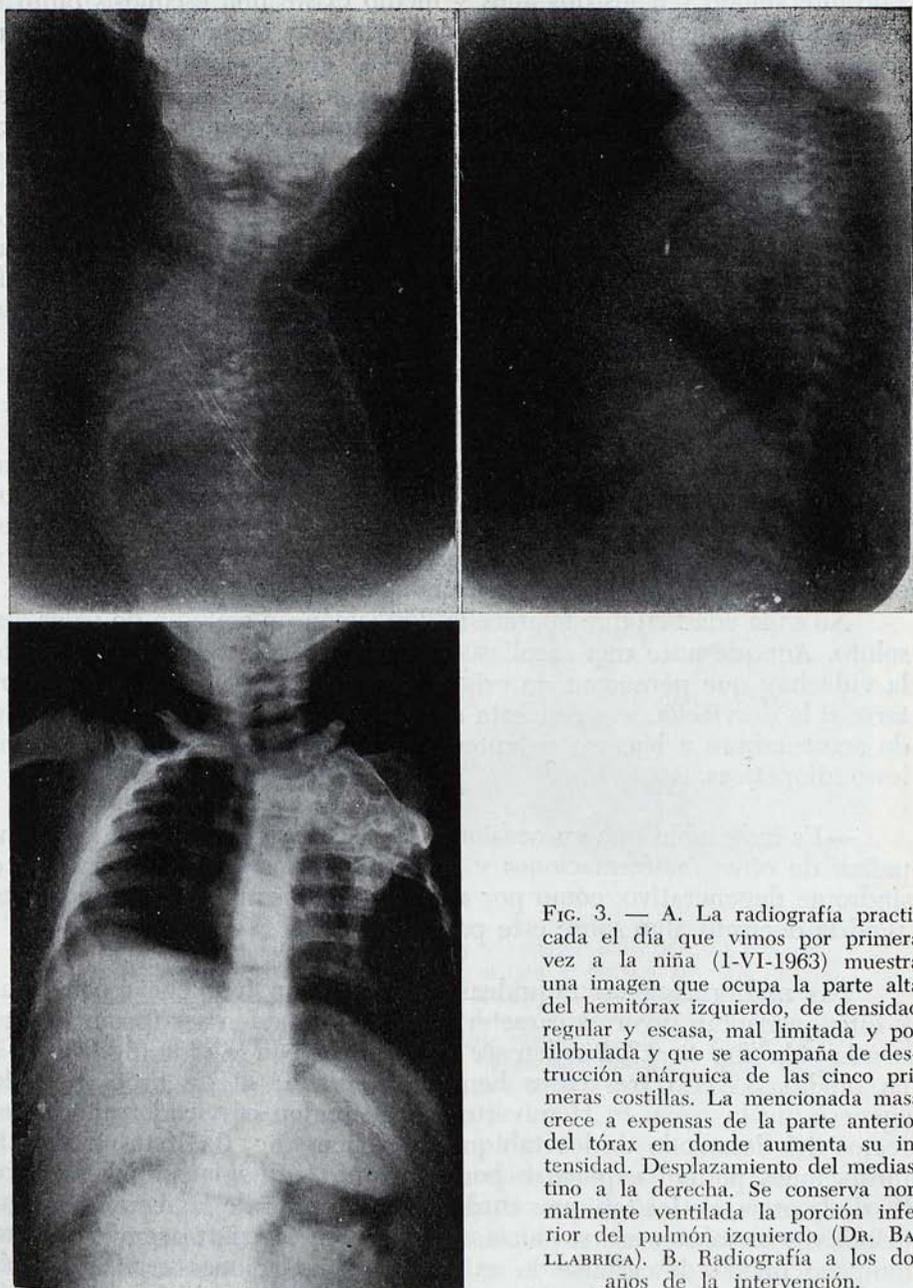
A. La radiografía practicada el día que vimos por primera vez a la niña (1-VI-1963) muestra una imagen que ocupa la parte alta del hemitórax izquierdo, de densidad regular y escasa, mal limitada y polilobulada y que se acompaña de destrucción anárquica de las cinco primeras costillas. La mencionada masa crece a expensas de la parte anterior del tórax en donde aumenta su intensidad. Desplazamiento del mediastino a la derecha. Se conserva normalmente ventilada la porción inferior del pulmón izquierdo (DR. BALLABRICA). B. Radiografía a los dos años de la intervención.
